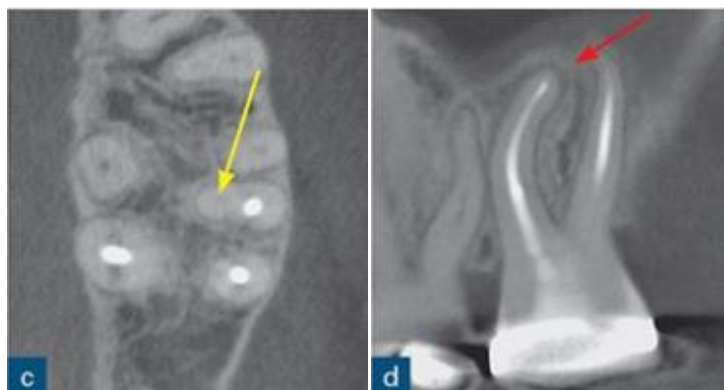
(a et b) Radiographies péri-apicales parallaxe d'une seconde molaire gauche maxillaire symptomatique traitée à la racine révélant un niveau acceptable le remplissage des racines en termes de longueur et de densité. Les radiographies péri-apicales n'ont révélé la présence d'aucune zone péri-apicale radioclaire.
